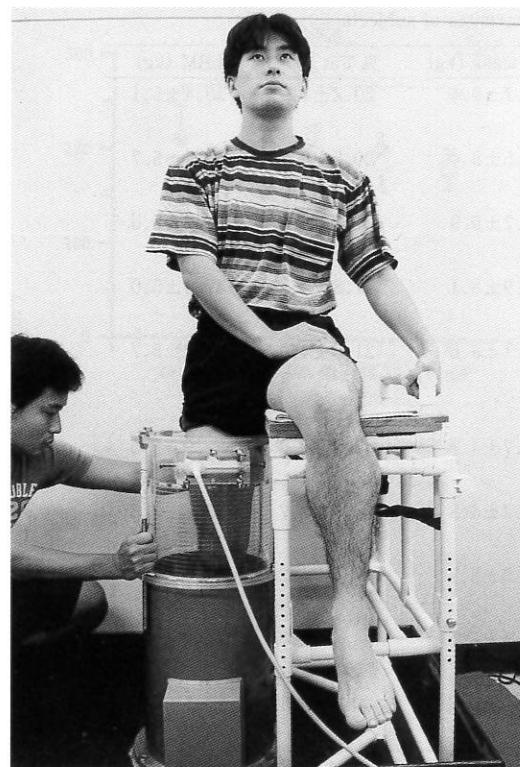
Posture on ultrasonographic scanning.
